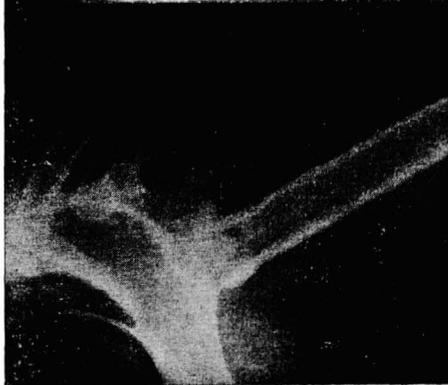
c. — Radiografía a los 5 años con el hombro en abducción activa máxima alcanzando los 120°.
